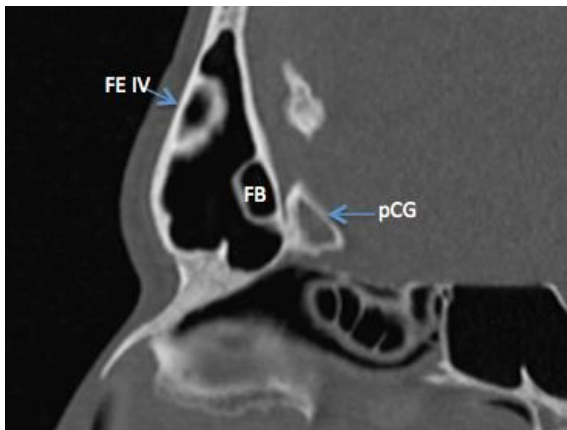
TC sagital se observa una celda de Kuhn tipo IV (FE IV) (celda aislada dentro del seno frontal) y una celda frontobullar (neumatiza a lo largo de la base del cráneo dentro del seno frontal)
